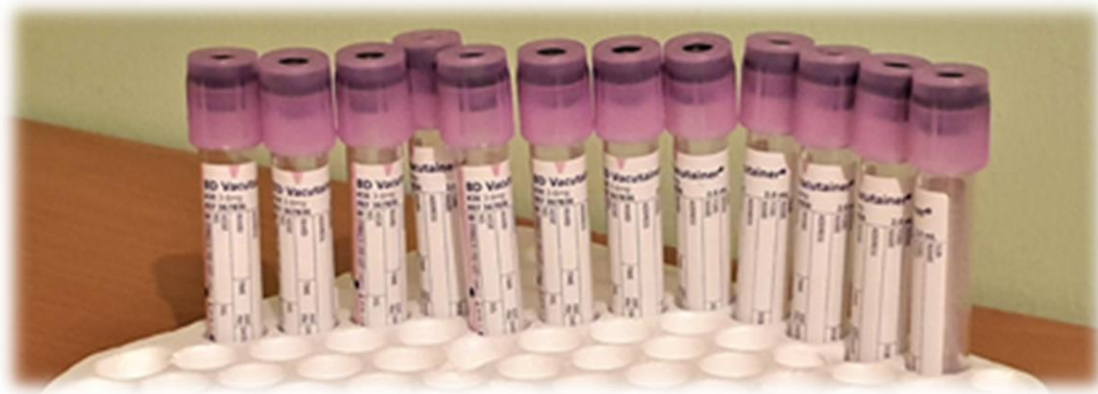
Tuba PET nën zbrazëti për mbledhjen e gjakut.
